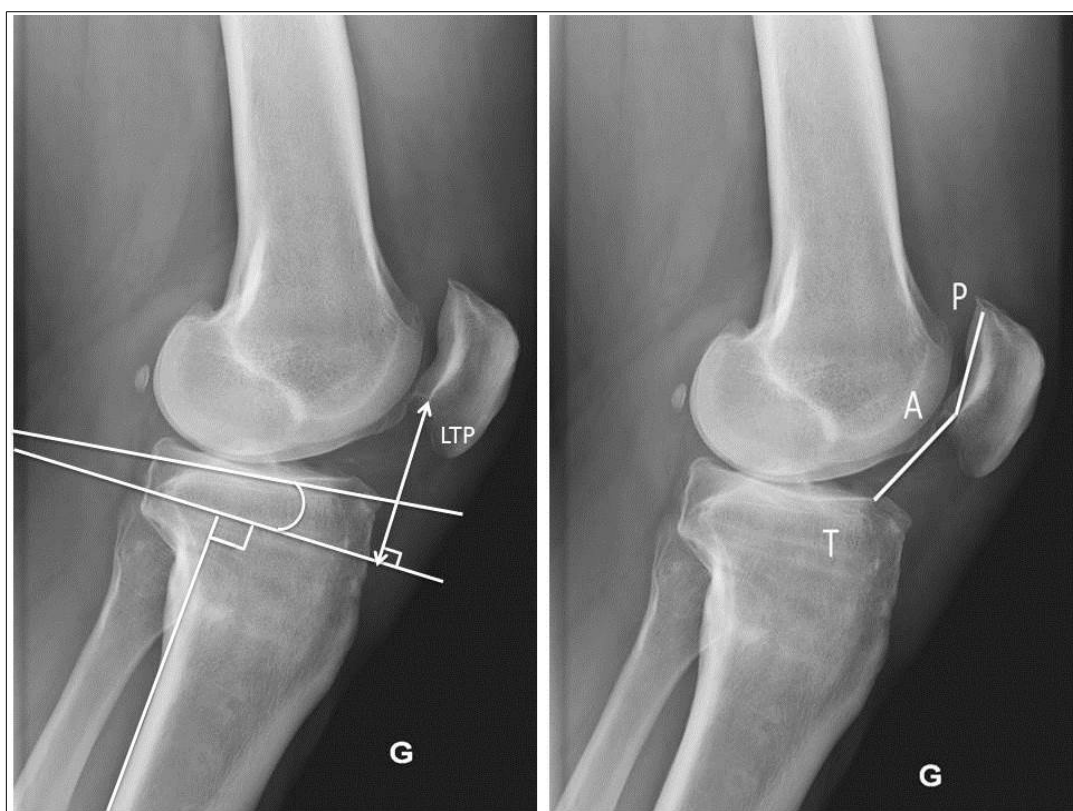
Radiographies de profil
